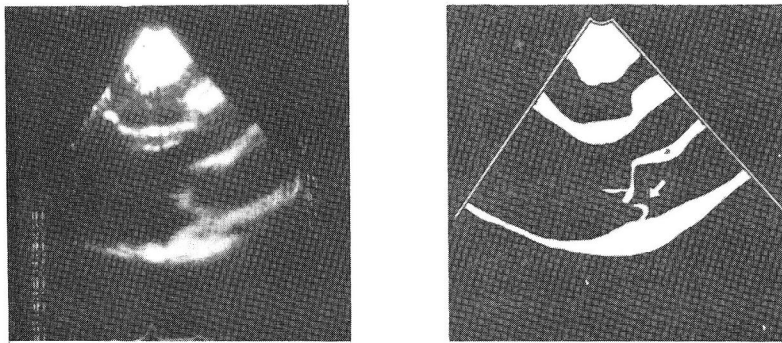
Long axis view of 2-d echocardiography in mid-systole. Convexed posterior mitral leaflet into the left atrium is shown(arrow).
